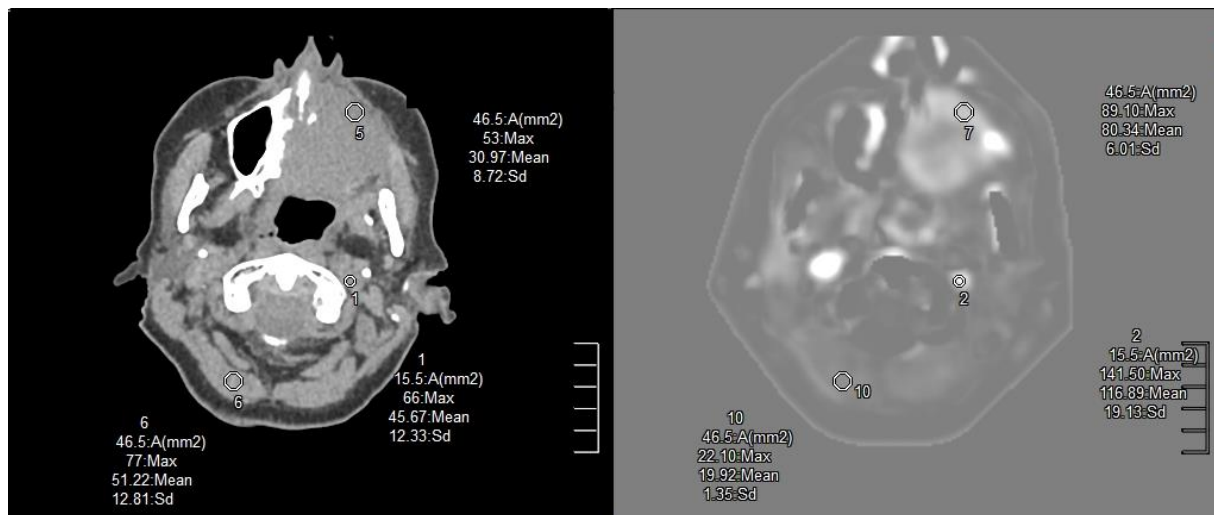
Kontrastmittel-CT (links) und dazugehörige PCT (rechts) einer 67-jährigen Patientin mit Rezidiv eines ausgedehnten Tumors der linken Kieferhöhle; ROI 5&7: Tumorrezidivgewebe, ROI 1&2: A. carotis interna, ROI 6&10: benignes Referenzgewebe; Quelle: Troeltzsch et al. [23]
